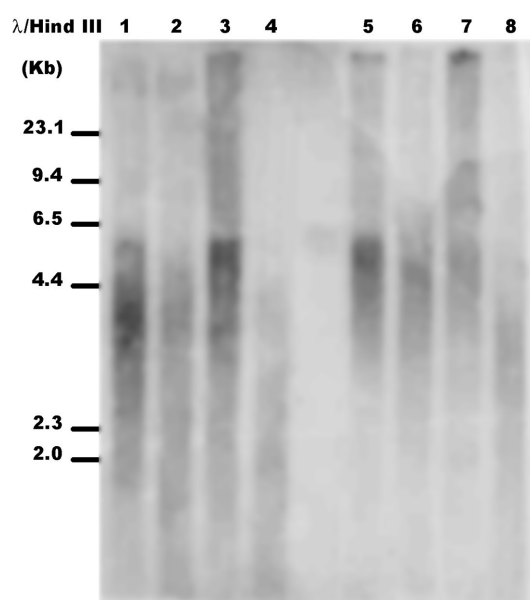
Autorradiografía mostrando las longitudes teloméricas de pacientes con LF: Calles 1, 2, 5, 7 y 8, y con LBDCG-S: Calles 3, 4 y 6; λ /HindIII: Marcador de peso molecular.
